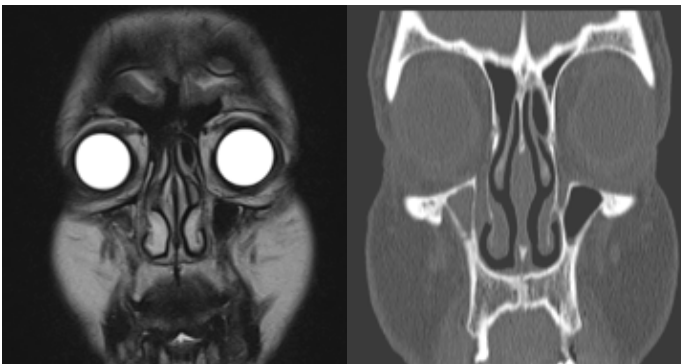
'te fungal sinüzit ön tanısıyla antibiyoterapi alan bir kadın olguda BT ve MRG bulguları paylaşılmıştır. Resim 4'te Agger nazi hücreli bir olgunun BT ve MRG bulguları paylaşılmıştır.
